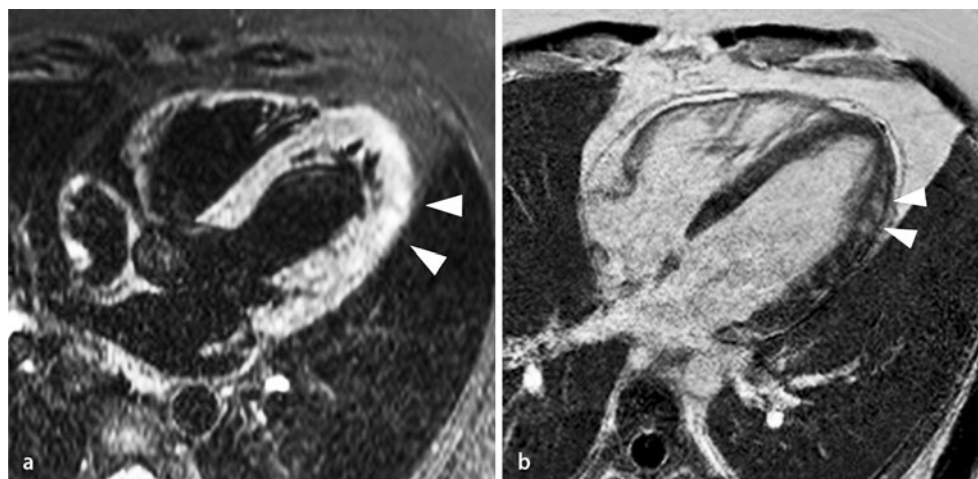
▲ Kardiale Magnetresonanztomographie bei akuter Myokarditis: a Die T2-gewichtete Sequenz mit Fettsättigung im Vierkammerblick zeigt eine fleckförmige Signalsteigerung (*Pfeilspitzen*) im Bereich des lateralen linksventrikulären Apex; dies entspricht einer vermehrten Flüssigkeitseinlagerung im Sinne eines Ödems. b Die T1-gewichtete Inversion-Recovery-Sequenz nach intravenöser Gabe von Gadolinium-BOPTA (0,1 mmol/kg Körpergewicht) weist eine fleckförmige pathologische Mehranreicherung des Kontrastmittels („late gadolinium enhancement“, LGE) in den korrespondierenden Wandabschnitten mit Betonung der subepikardialen Anteile auf
